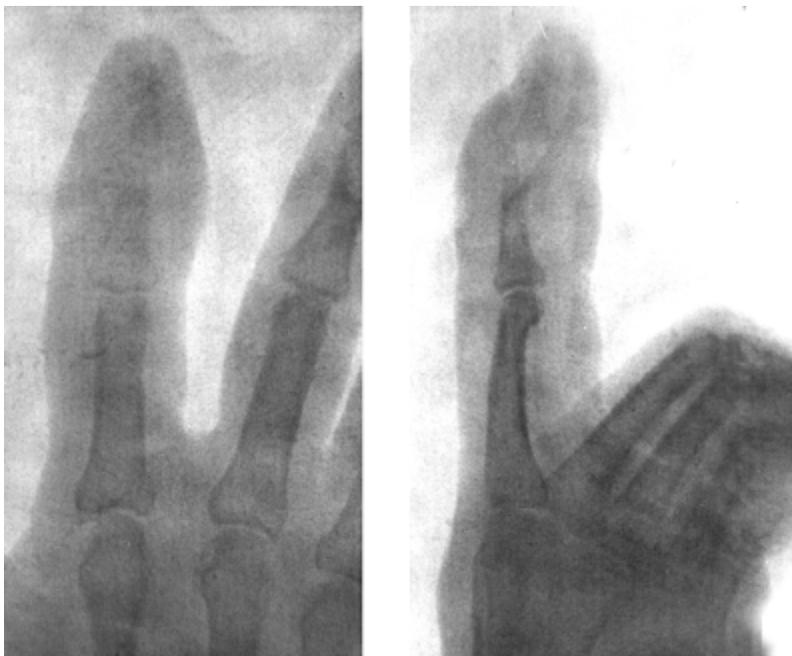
Больная К. На рентгенограмме – костно-суставной панариций дистального межфалангового сустава II пальца правой кисти, развившийся в результате нерационального лечения инфицированной раны на этапах обращения пациентки за медицинской помощью
